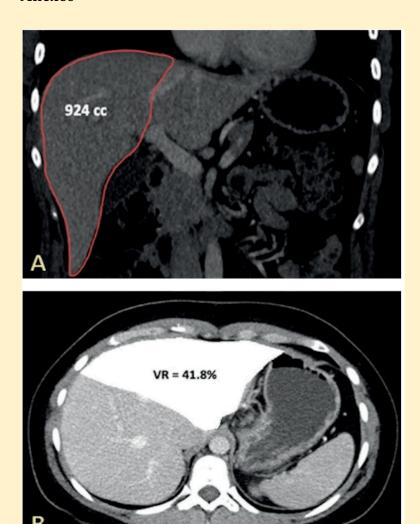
A: TC de abdomen, volumetría lóbulo hepático derecho del donante. B: Porcentaje volumen residual del hígado donante.
